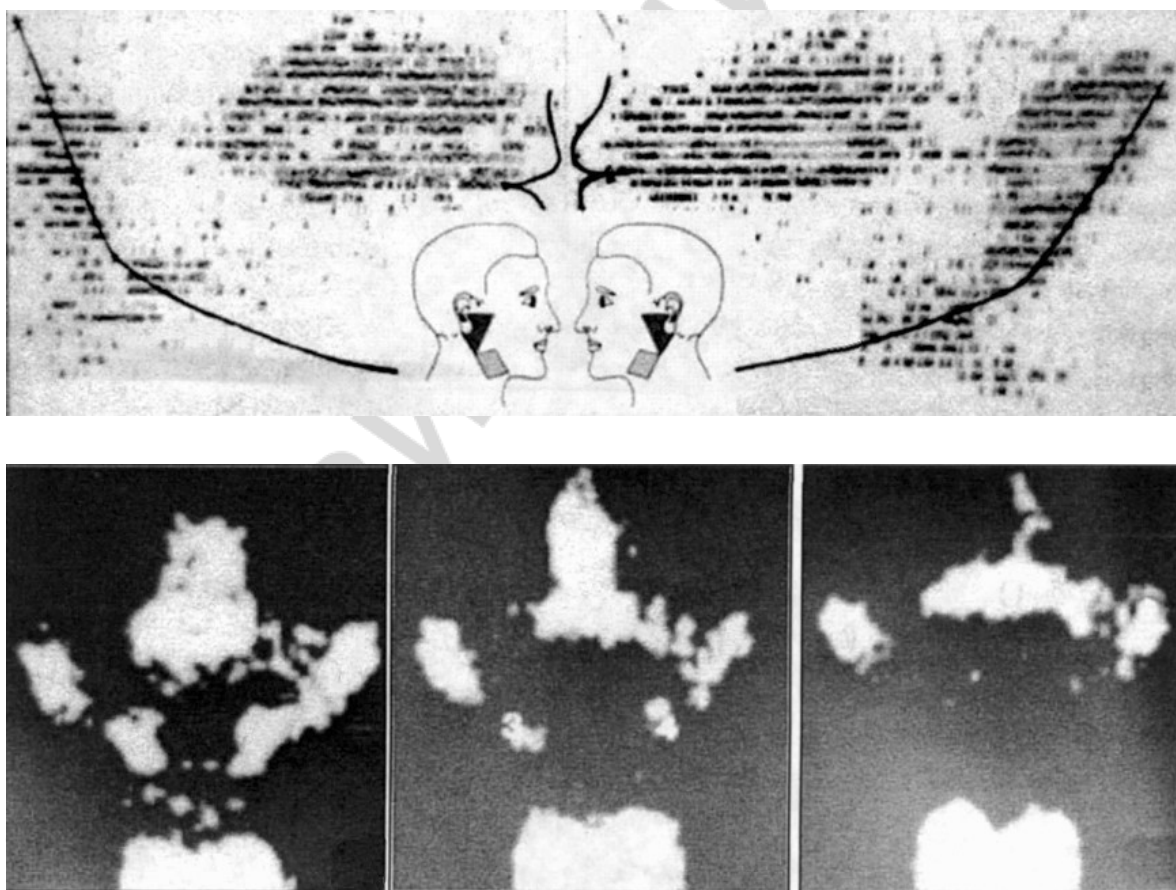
Сканограмма и динамическая сцинтиграфия слюнных желез
